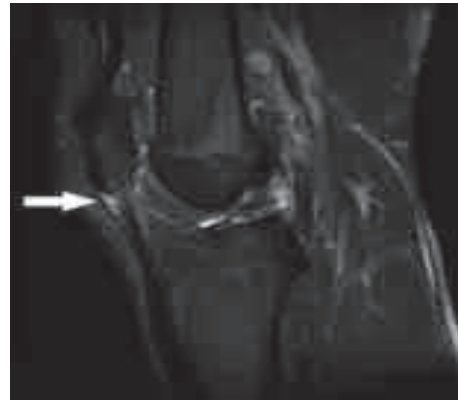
"Jumper's knee". Immagine sagittale RM DP-pesata con soppressione del segnale del grasso che evidenzia un'elevata intensità di segnale dell'inserzione prossimale del tendine rotuleo (freccia).
